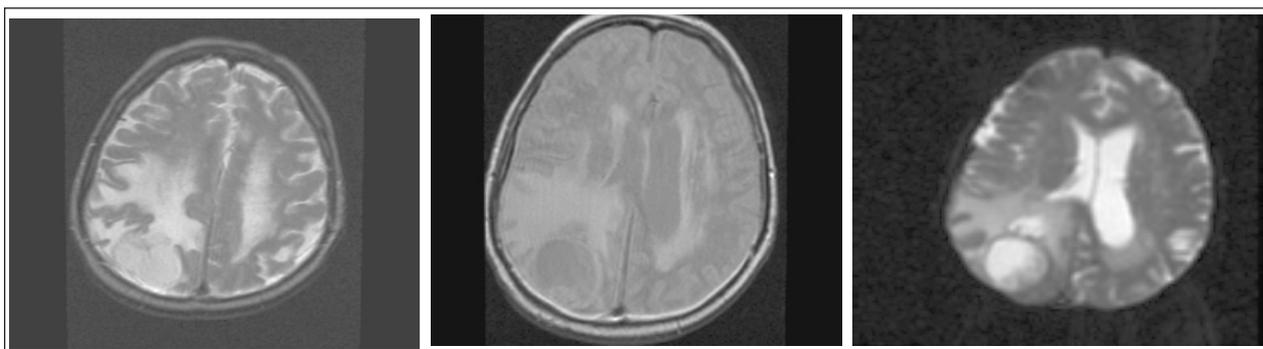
Imágenes de RMN cerebral (T1, T2 y perfusión) compatibles con glioma de alto grado.
